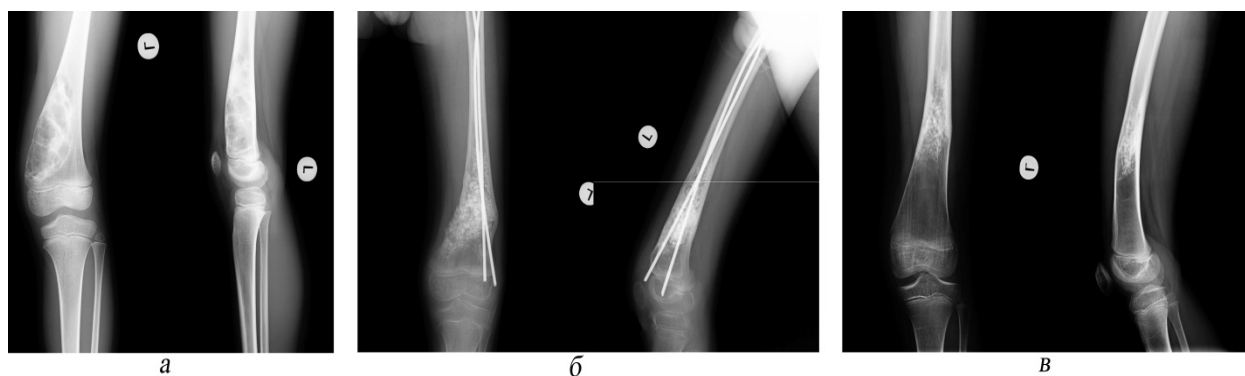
Пациент Б. 2008 года рождения. Диагноз: аневризмальная киста нижней трети левой бедренной кости. Применялась комбинация материалов «chronOS» и «Allomatrix». Срок наблюдения 40 мес. Степень заживления по модифицированной классификации Neer – 1. Рентгенограммы бедренной кости: а – до операции; б – через 4 мес. после операции; в – через 3 года и 4 мес. после операции
